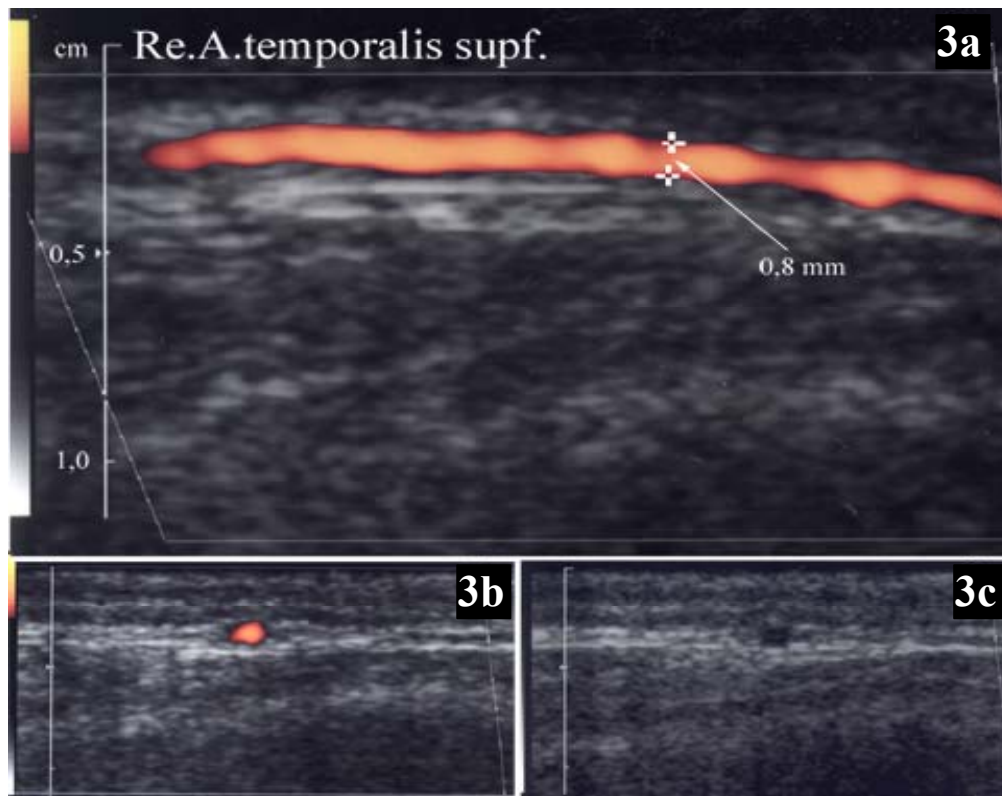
a-c: Sonographische Darstellung des hinteren Astes einer normalen ATS bei einem 49-jährigen Probanden. Darstellung des durchströmten Arterienlumens von 0,8 mm Durchmesser der in der Fascia temporalis verlaufenden ATS farbkodiert mit dem „power mode“ im Längs- (3a) und Querschnitt (3b) sowie im B-Bild (3c)
